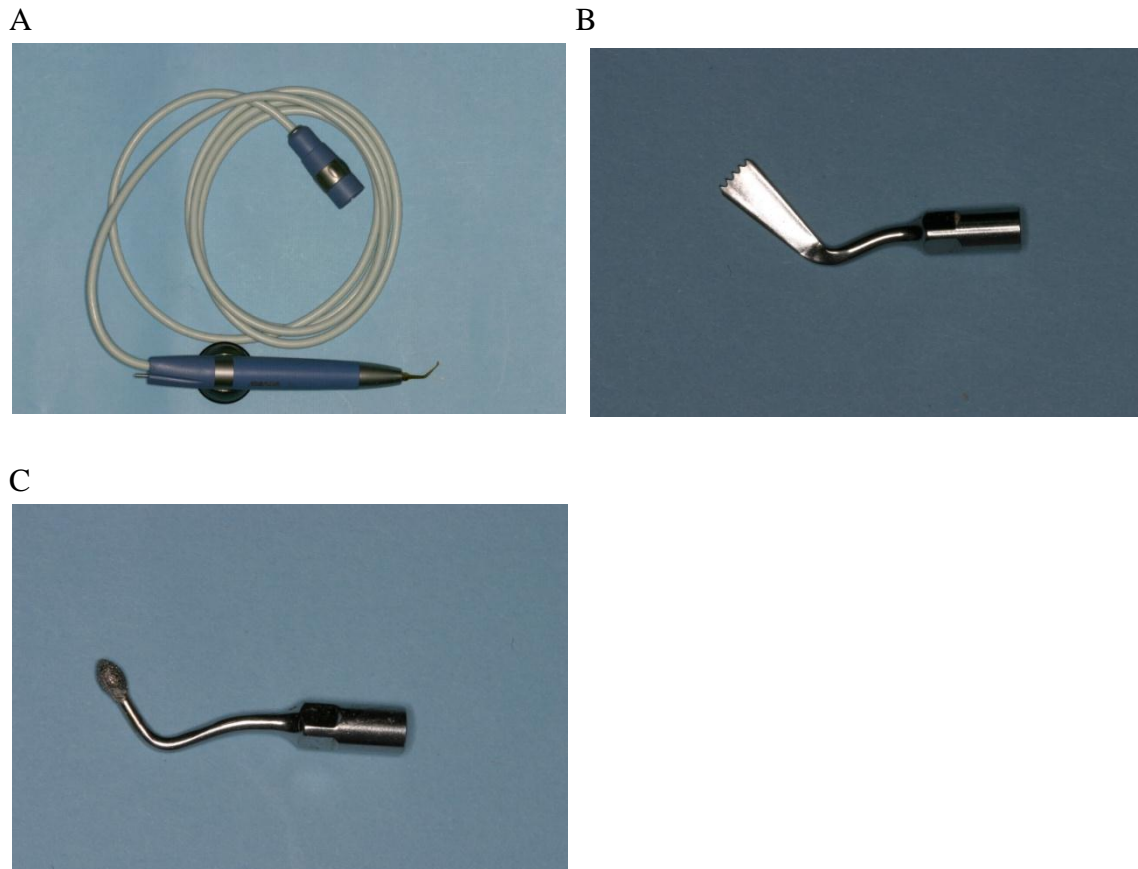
Ultrasonidos (A) y distintas puntas de corte (B y C).
